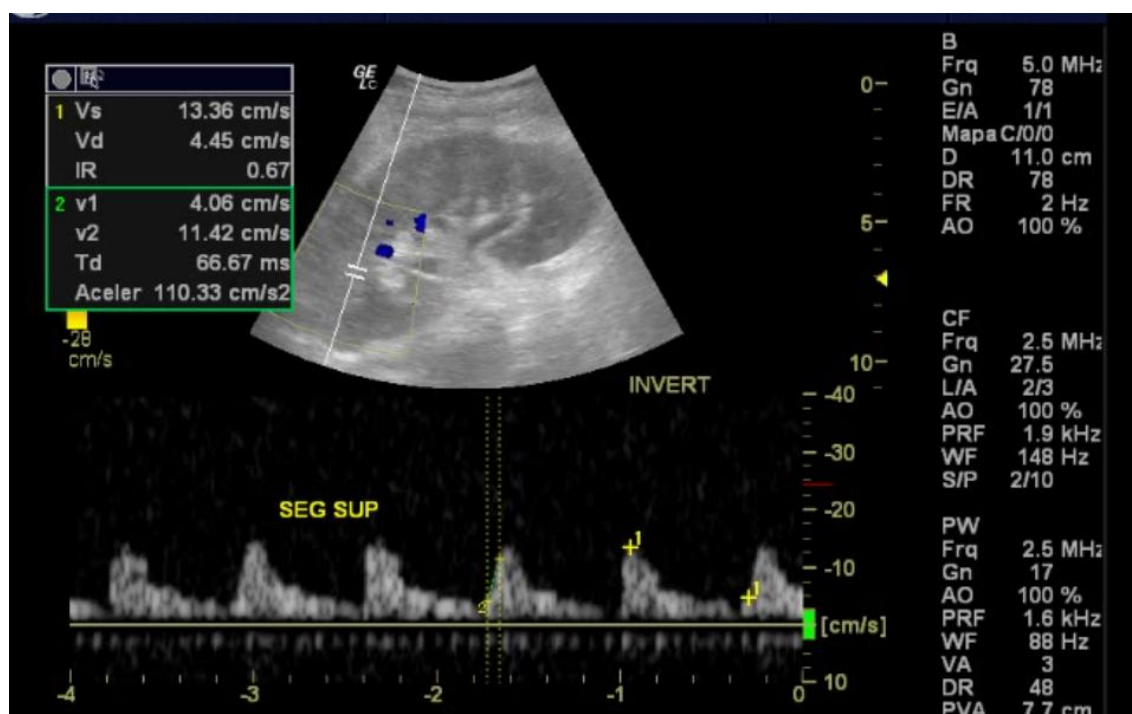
Avaliação da artéria segmentar superior. A curva obtida (Doppler Espectral) mostra a artéria segmentar superior com pico de velocidade sistólica de 13,36 cm/s, Índice de Resistividade= 0,67, Tempo de Aceleração de 66,6 ms e Índice de Aceleração de 110,33 cm/s².
